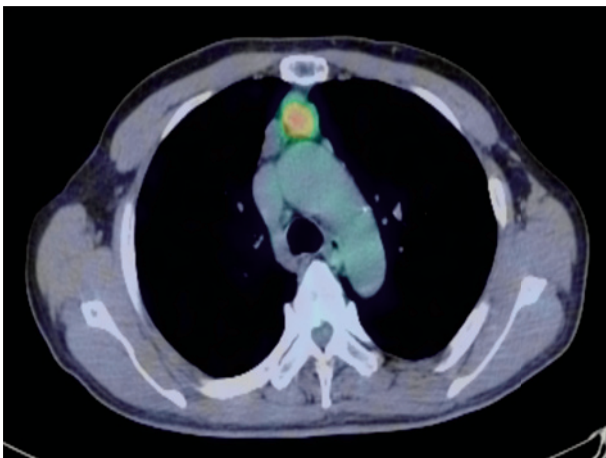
A FDG-PET/CT scan shows marked accumulation of isotopes in the tumor.
